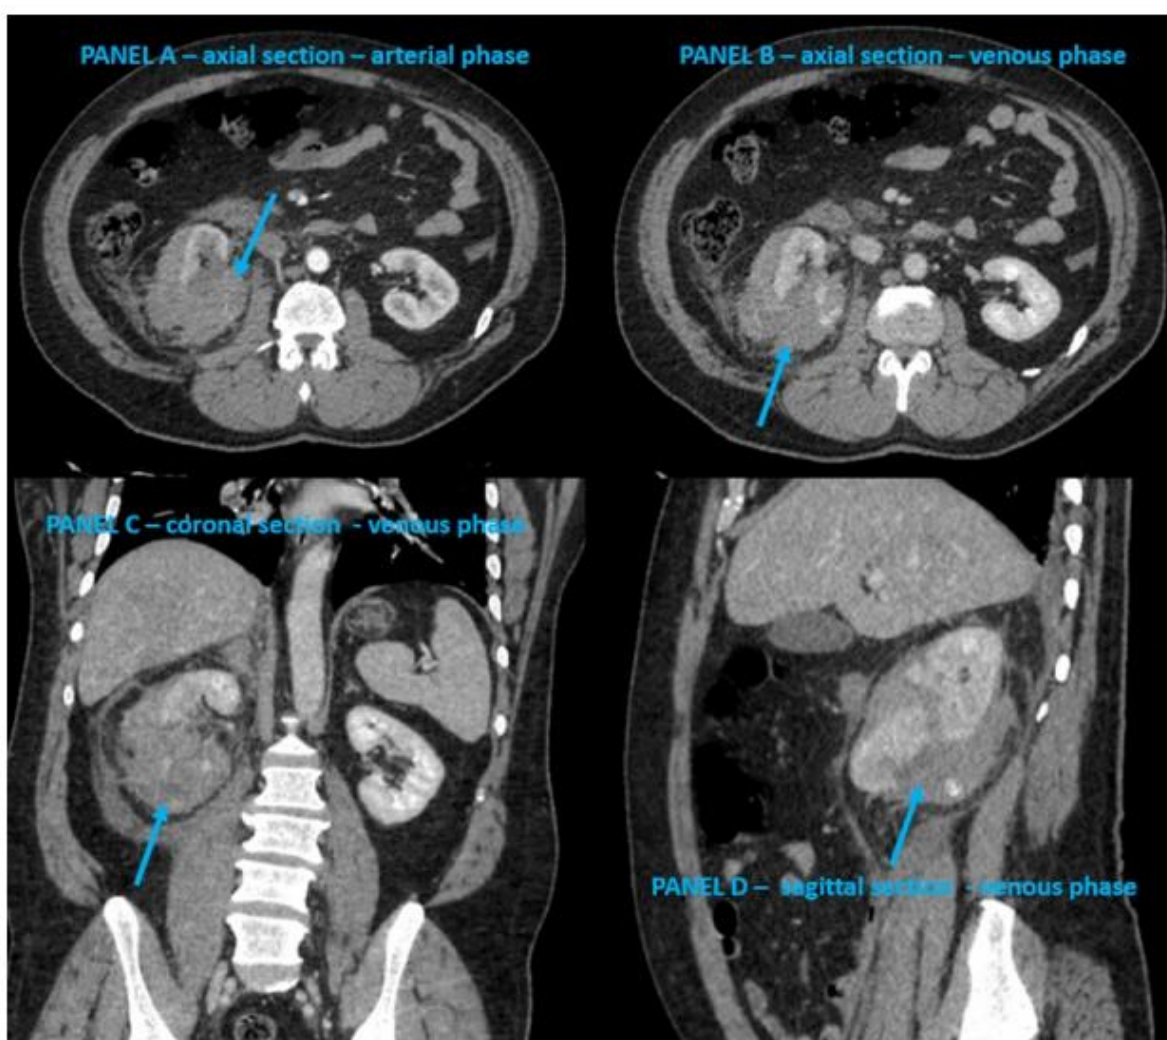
Multiplanar CT acquisitions
